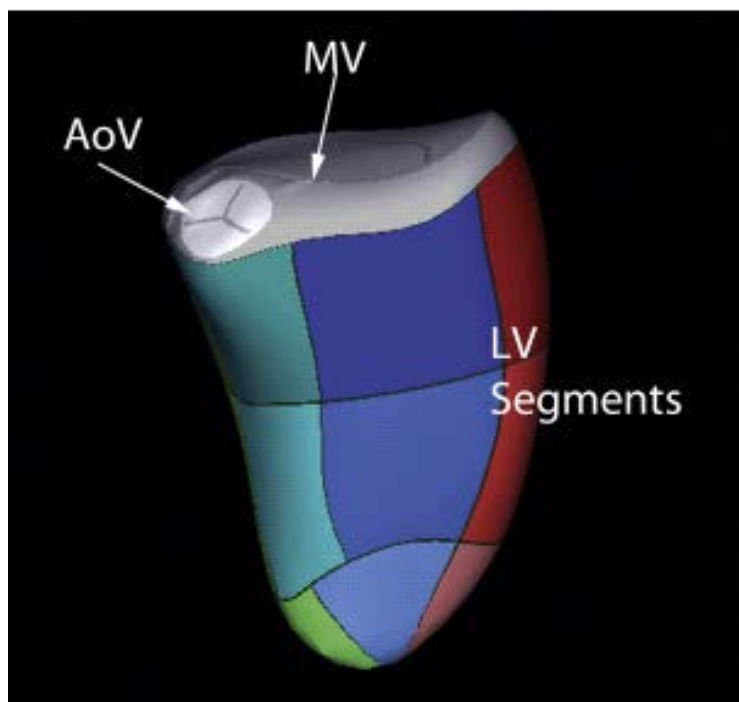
左室节段观。三维超声心动图在跟踪左心室心内膜的基础上能用来评估 LV 体积、射血分数和同步。标准左室分段法用于彩色编码左室基底段、中段及心尖段。大多数软件算法假设中轴是从二尖瓣到心尖，所以此类分析还没有验证能否用于更复杂的心室形状。AoV，主动脉瓣；MV，二尖瓣。
